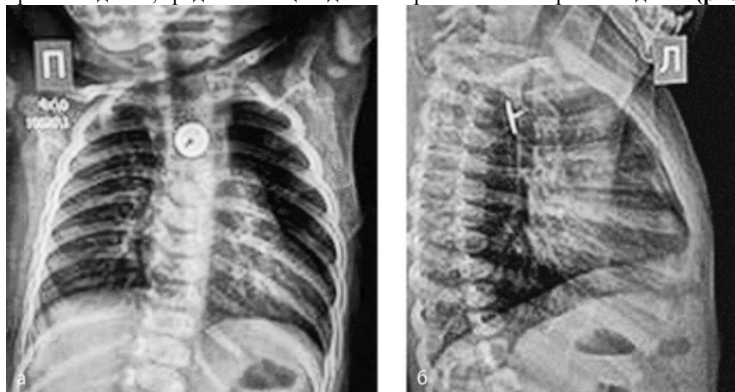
Рентгенограмма грудной клетки. Инородное тело пищевода — канцелярская кнопка: а — прямая проекция; б — боковая проекция
